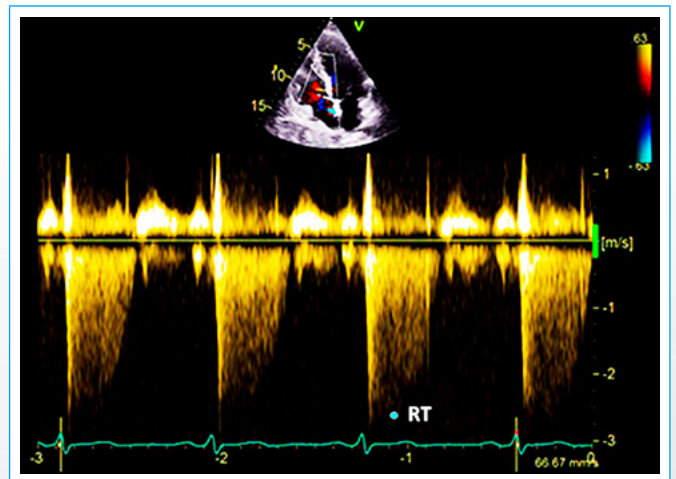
Registro del flujo de la regurgitación tricuspídea por Doppler continuo
